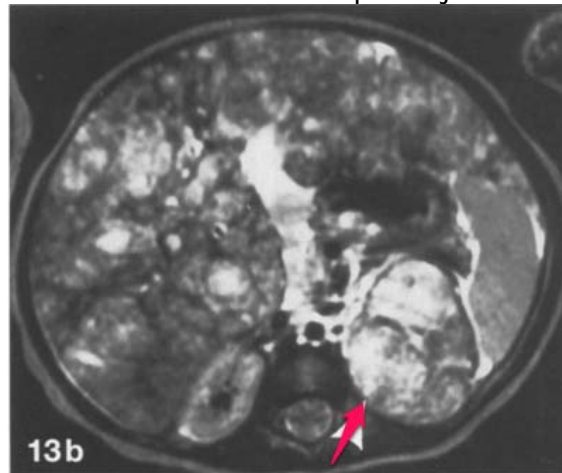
Neuroblastome métastatique chez un enfant de 7 mois [12]. Image IRM en T2 montre une infiltration diffuse du foie, hépatomégalie nodulaire hétérogène, les nodules sont hypersignal T2 hétérogène, la masse surrénalienne gauche marquée par la flèche
